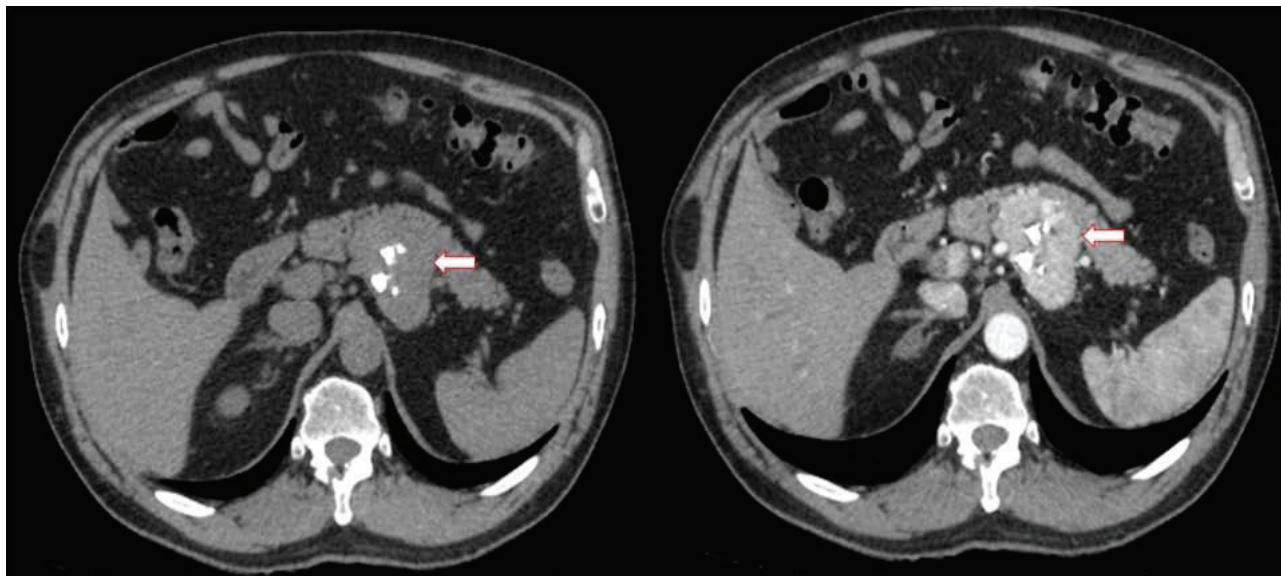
Axial views of the abdominal computed tomography (CT) images showing the hypervascular calcified lesion located in the body and tail of the pancreas (arrows).
